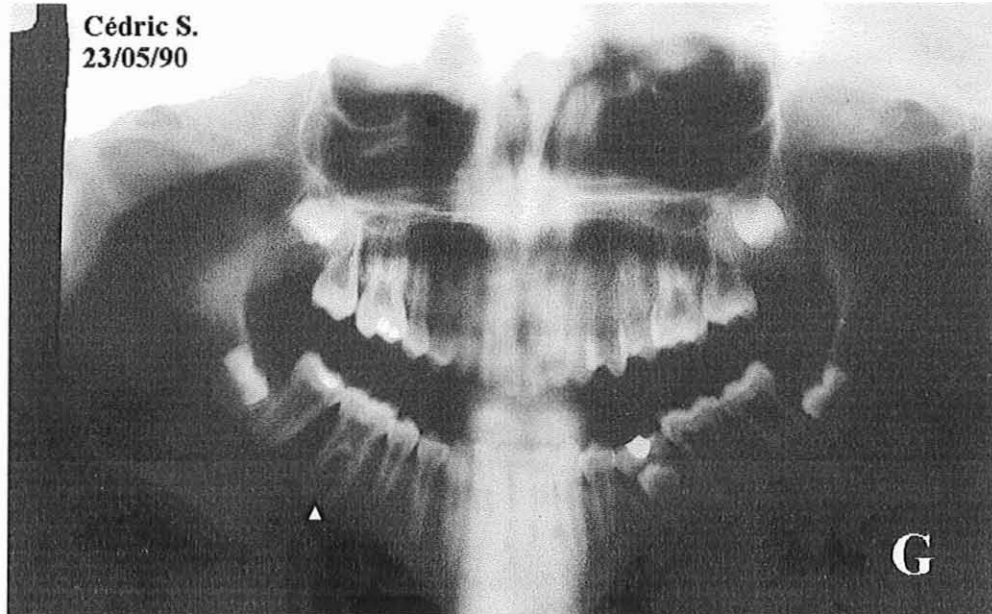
Radiographie dentaire panoramique. – Observation n°6
